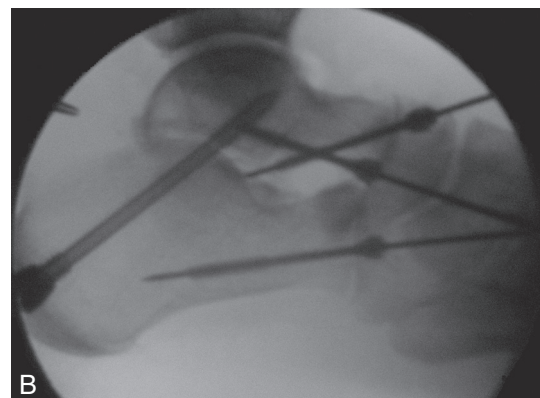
Contrôle radiographique peropératoire après fixation.
